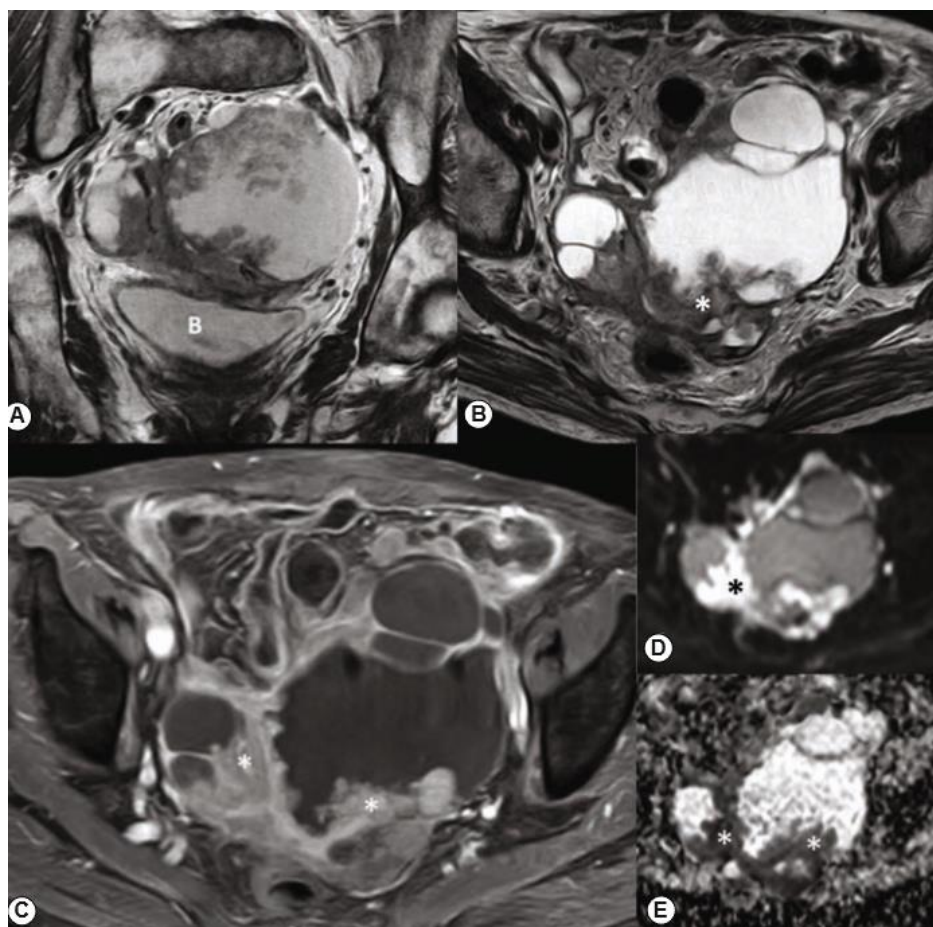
Серозный рак яичников у женщины 75 лет. (А) Сложная кистозная и солидная масса придатков демонстрируется на корональной и (В) трансаксиальной T2-взвешенной визуализации. Усиление твердых аспектов и папиллярных проекций (звездочки) на (С) T1-взвешенной МРТ с контрастным усилением и (d) высокий сигнал на соответствующем диффузионно-взвешенном изображении с высоким значением  $b$  и (e) сигнал с низким кажущимся коэффициентом диффузии являются типичными признаками, предполагающими злокачественность (звездочки). Б: Мочевой пузырь. Другим подходом к улучшению характеристики образований придатков является анализ микрососудистых свойств с помощью DCE-MRI. Паттерны раннего усиления в
